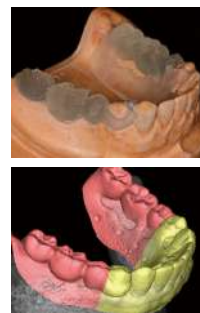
CTテンプレートが模型にはまった状態でデジタル化する。
